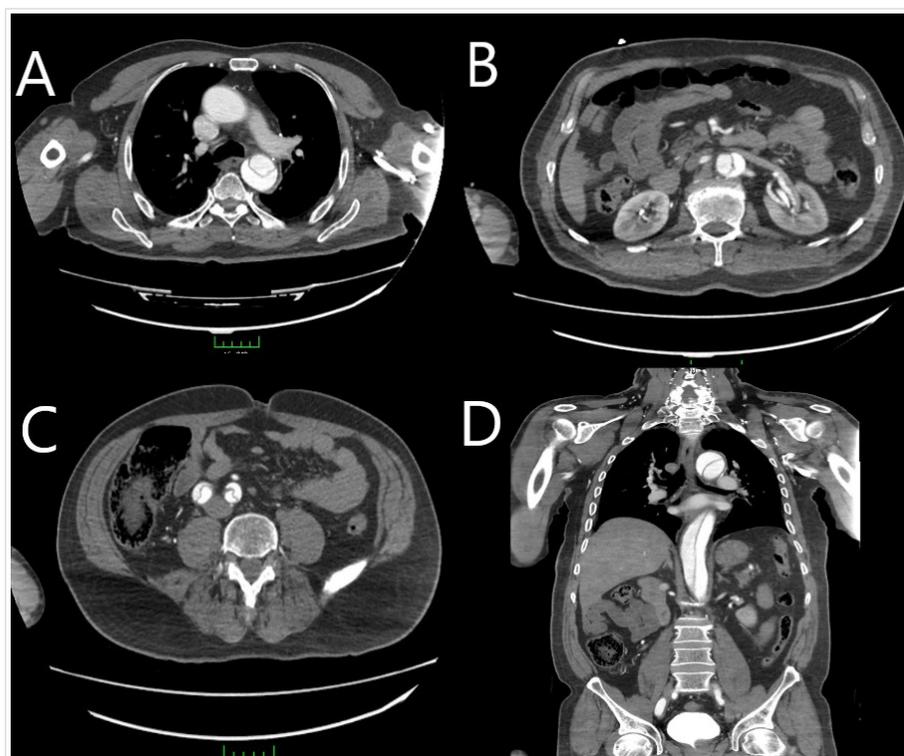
Cortes transversales (A-C) de las imágenes de tomografía computarizada toracoabdominal con contraste. A. Disección de aorta descendente. B. Disección de aorta abdominal. C. Disección bilateral de arterias ilíacas. D. Corte sagital de la tomografía preoperatoria que muestra colgajo de disección en aorta descendente.
